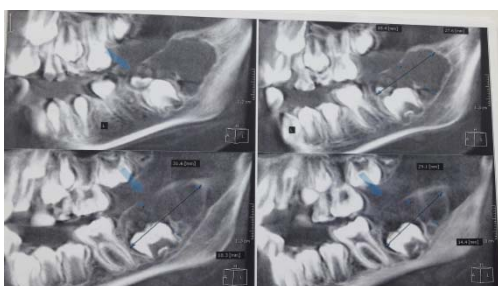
КТ от 30.05.2011 пациента Д.
